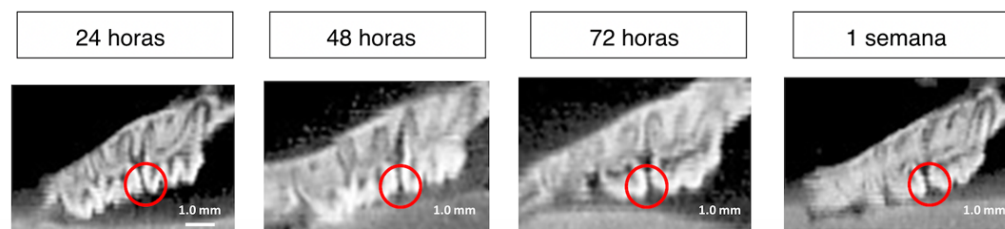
Micro-CT usado para el análisis del movimiento dental. Área de interés (círculo rojo).
